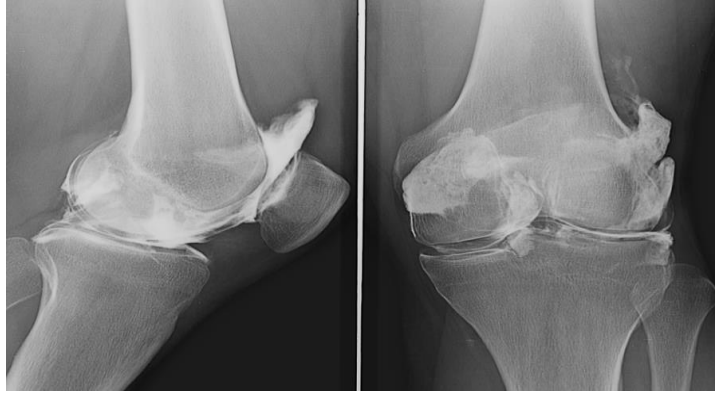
Radiographie du genou pathologique
